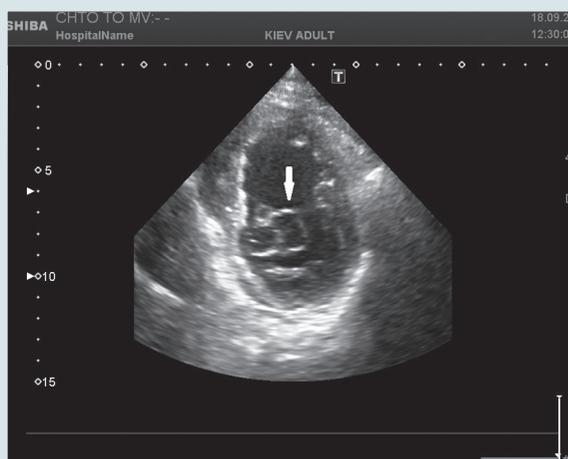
Эхокардиограмма при парастеральной позиции ультразвукового датчика по короткой оси сердца (стрелкой указано новообразование в полости ЛЖ)
